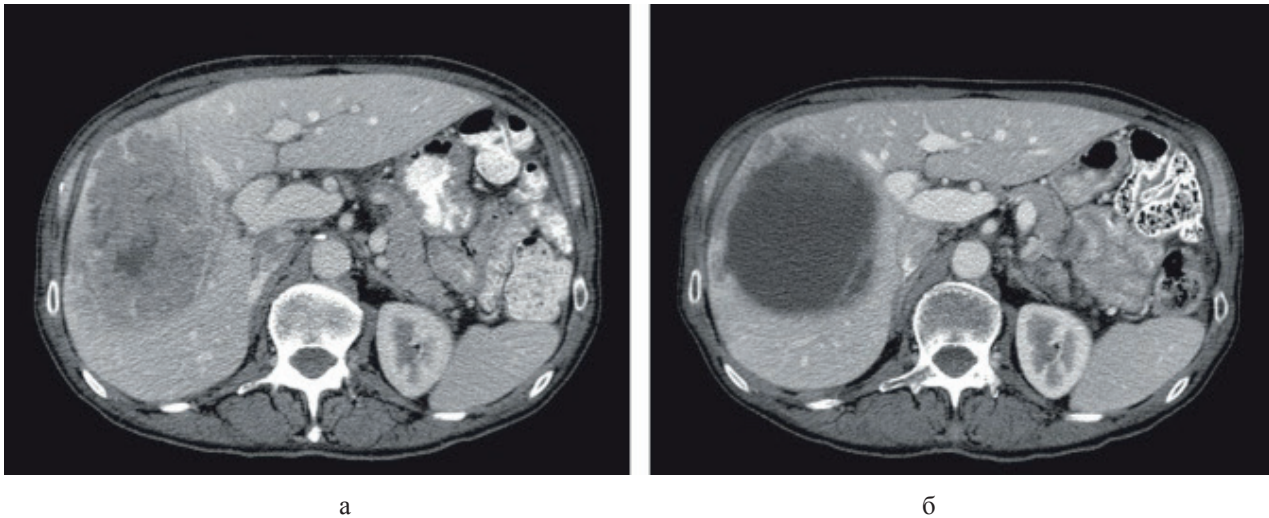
КТ, поргальна фаза, аксіальна проекція, монолобарний МТС КРР: а) базове дослідження, МТС пониженої щільності із зоною некрозу; б) після 2-х курсів ПХТ (FOLFOX + бевацизумаб), візуальна зміна щільності (із тканинної на рідинну), без суттєвої зміни розміру. Оцінка за RECIST-1.1 — стабілізація, за mRECIST 1.1 — позитивна динаміка; морфологічне дослідження — неповна відповідь
